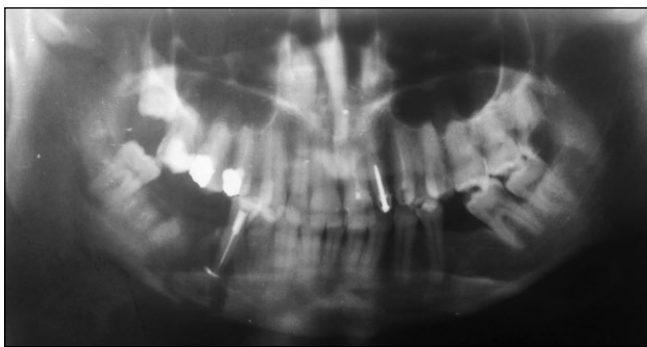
Ортопантомограмма пациента Н. Диагноз: хронический одонтогенный остеомиелит альвеолярной части нижней челюсти слева
